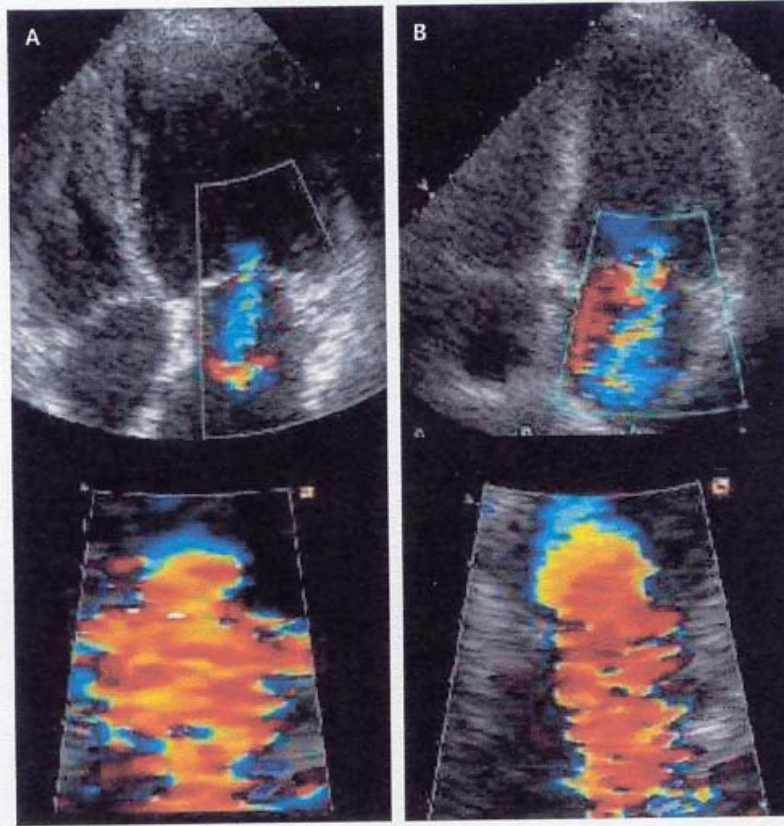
Mid-Systolic Apical Four-Chamber View Obtained at Rest and during Exercise in a Patient Who Presented with Acute Pulmonary Edema. Panel A shows a color-flow Doppler echocardiogram and the flow convergence proximal to the effective regurgitant orifice while the patient is at rest (effective regurgitant orifice area, 24 mm²), and Panel B while the patient is exercising (effective regurgitant orifice area, 48 mm²). The patient presented with acute pulmonary edema four days before the exercise test. A large exercise-induced increase in mitral regurgitation was observed.
